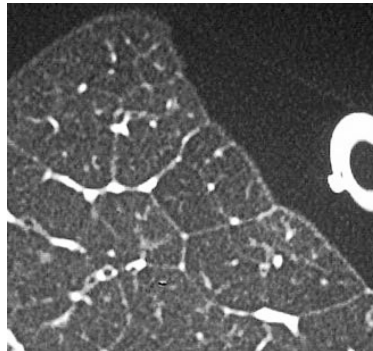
TAC muestra resecado de lobulillos pulmonar.
